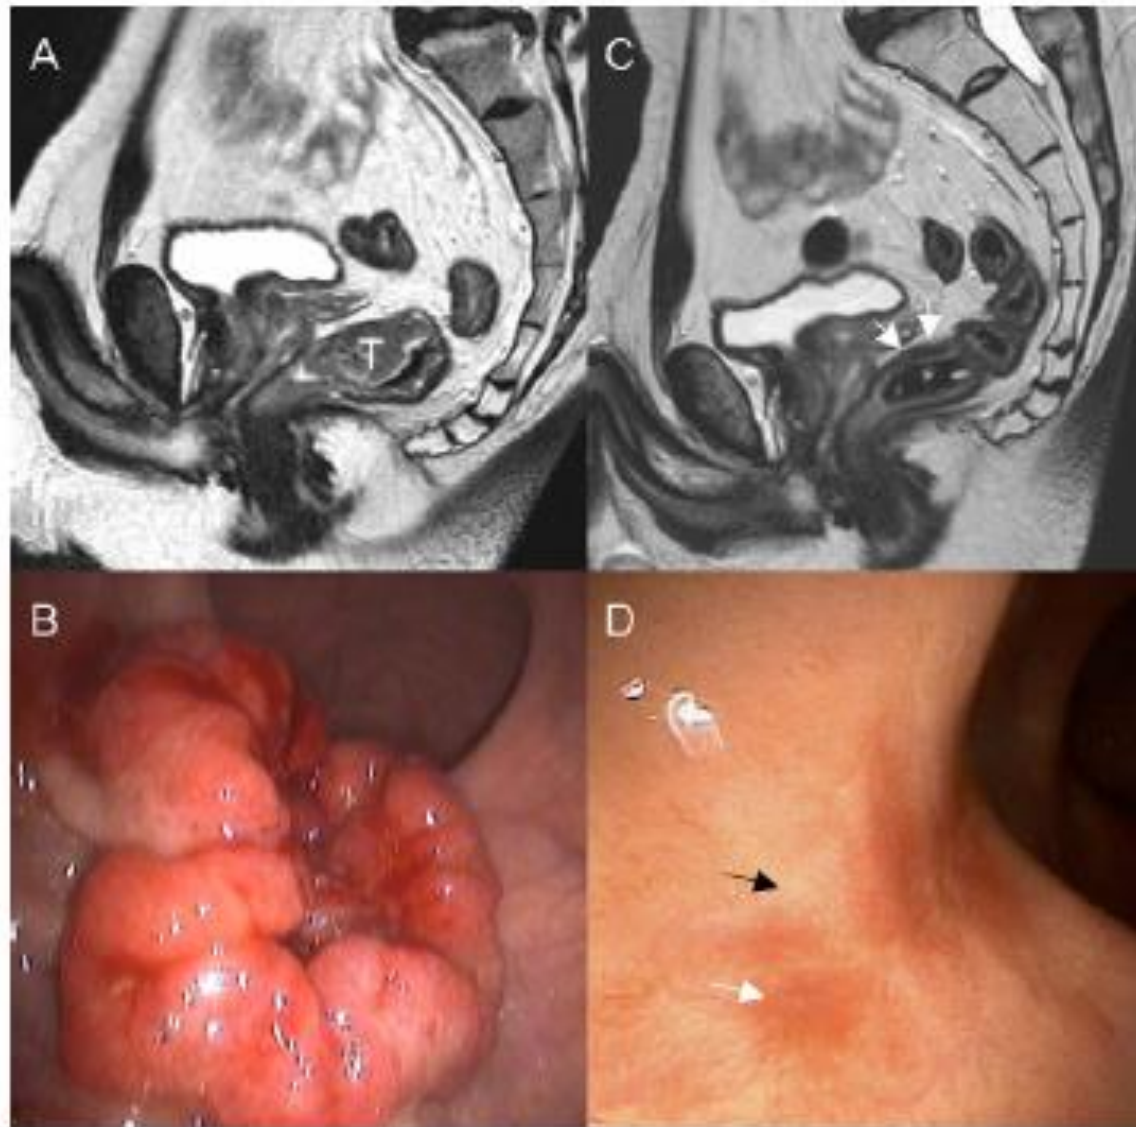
Example of a patient included for wait-and-see policy. 1A: Sagittal T2-weighted image of the primary distally located tumour (T) before treatment. 1B: Tumour at endoscopy before treatment. 1C: Post-chemoradiation sagittal T2-weighted image with the arrows indicating a slightly thickened hypo-intense bowel wall, suggesting fibrosis. 1D: Residual scar after chemoradiation. The black arrow indicates a pale, white area, typical of a clinical complete response. The white arrow marks teleangiectasia, also a typical sign of a clinical complete response.
